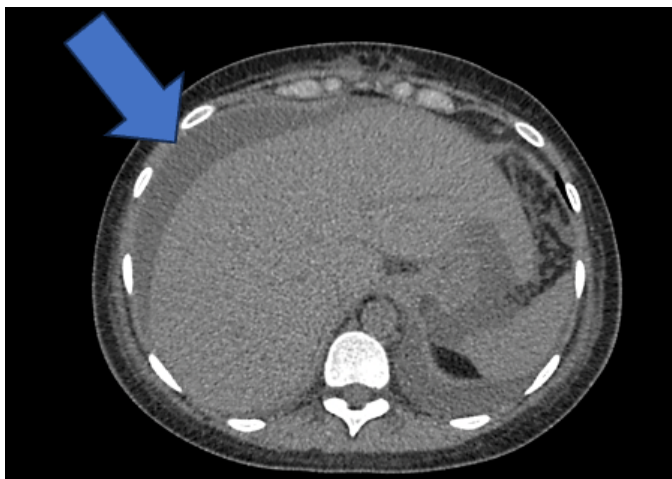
TC sem contraste no plano axial com imagens do abdome superior demonstrando líquido livre na cavidade peritoneal e espessamento do omento (Caso do HUB).
